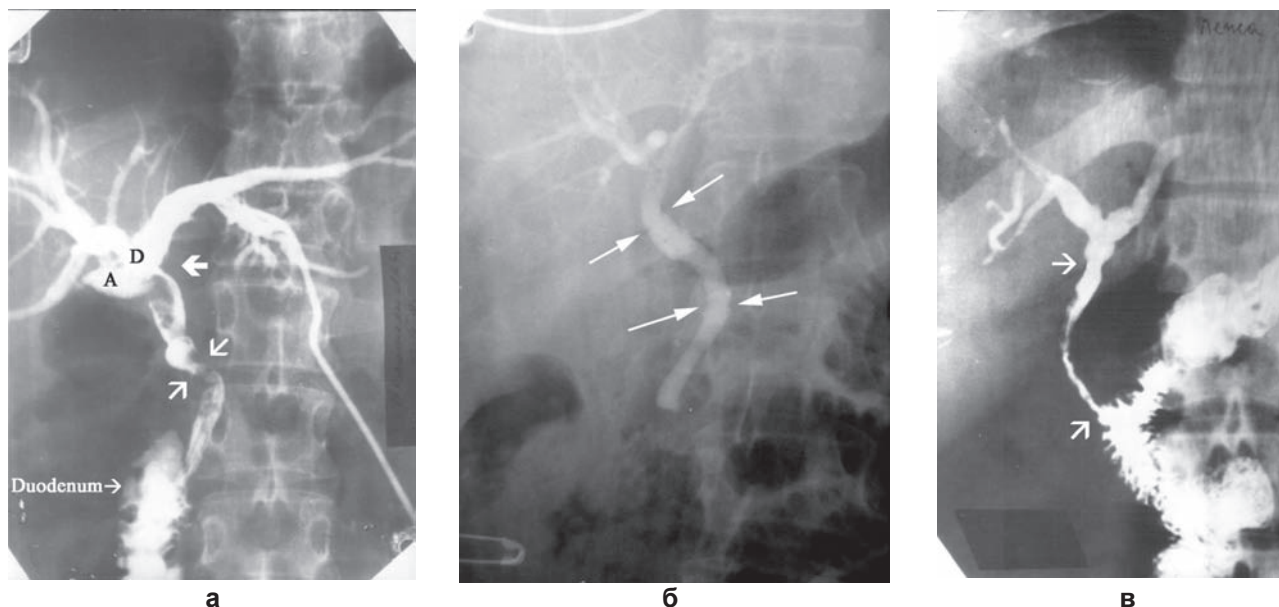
Рентгенанатомия после пластики ВЖП червеобразным отростком:
